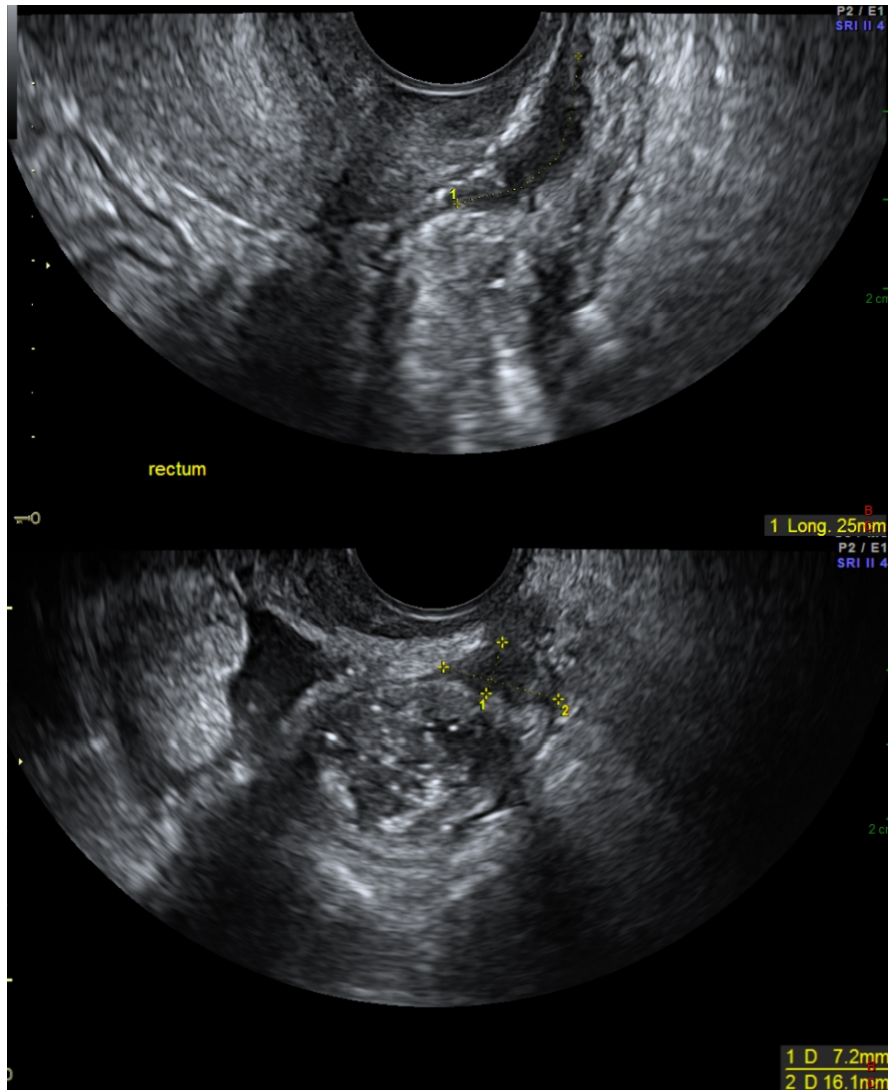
Coupes sagittale (en haut) et axiale (en bas) en échographie endo-vaginale après lavement du rectum: endométriose pelvienne profonde infiltrant la paroi antérieure du rectum (calipers). Le nodule est hypoéchogène et infiltre la musculature sur la coupe sagittale.
